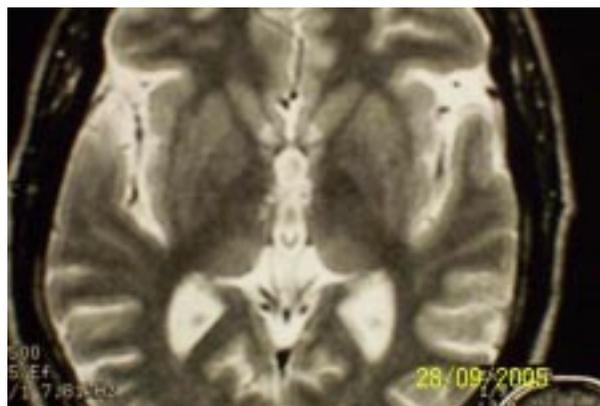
Imagen de resonancia nuclear magnética posoperatoria realizada tres meses después de la cirugía. Se observan dos pequeñas imágenes hiperintensas en el hipotálamo posterior, adyacentes a las paredes del III ventrículo que corresponden a las secuelas de las ablaciones quirúrgicas.
